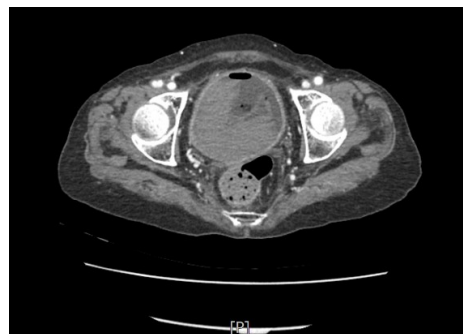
Computed tomography urography, CT urography (X/4/12) large amount of hematoma at urinary bladder.
